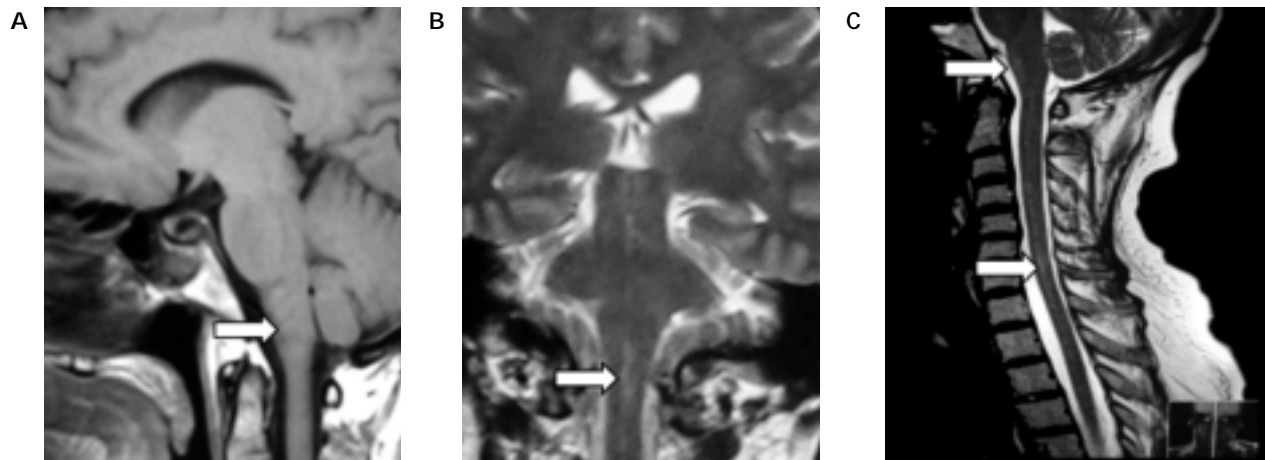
RMN de cráneo (A y B) y espina (C) realizada en nuestra institución, cinco años después del primer episodio clínico de la enfermedad de Devic (aún sin diagnóstico) caracterizado por un ataque de neuritis óptica, un año después del primer evento de mielitis aguda y nueve meses después del último. A. Corte sagital en secuencia T1, que muestra una regresión casi total de la lesión hipointensa del bulbo raquídeo, observada en la Figura 1. B. Corte coronal en secuencia T2, que muestra en la misma zona la lesión hiperintensa prácticamente resuelta. C. Corte sagital de la médula espinal en secuencia T2 que muestra la lesión bulbar con menor intensidad a la de las imágenes de la Figura 1, pero con la presencia de lesiones hiperintensas esparcidas a lo largo de la médula espinal, desde el bulbo raquídeo hasta la región torácica alta.
